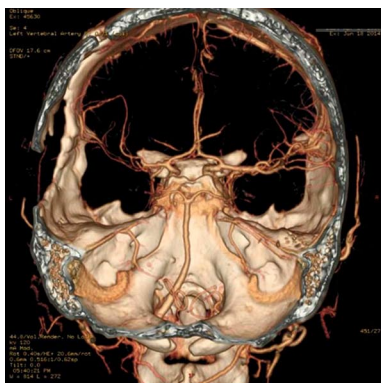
КТ-АГ через 14 мес, 3D реконструкция. Тромбоз ствола M2 СМА слева и аневризмы, располагавшейся в области бифуркации этой артерии в начале заболевания.
